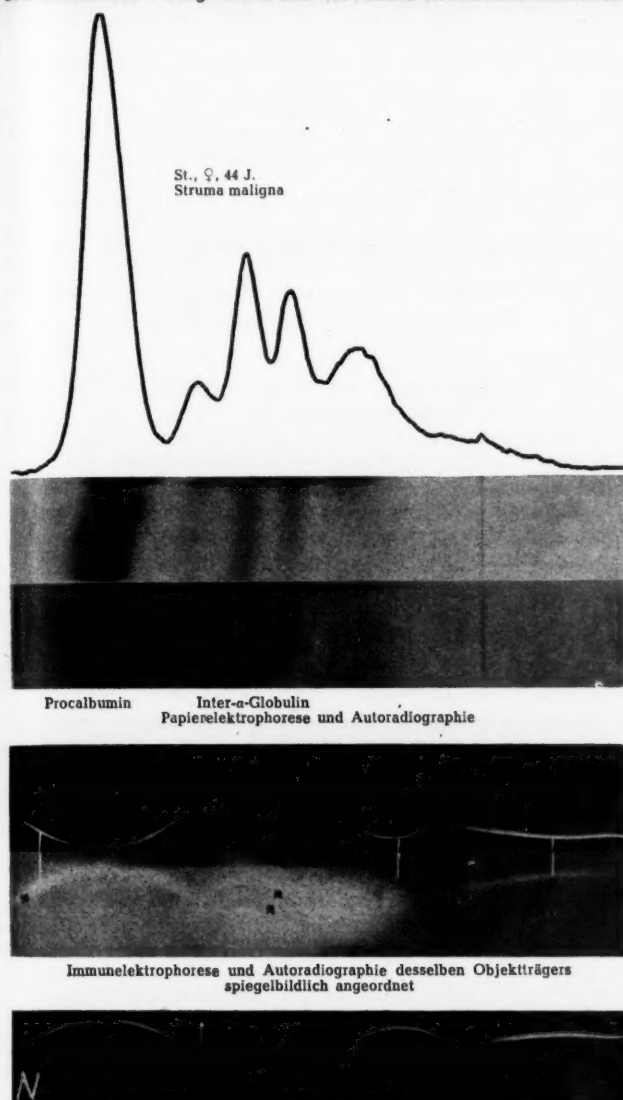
Papierelektrophorese, Immunelektrophorese und Autoradiographie von Serum einer metastasierenden Struma Langhans, drei Tage nach Gabe von 90 mC J^{131} . Elektrophoretisch und immunoelktrophoretisch sind mindestens 7 mit J^{131} markierte Proteinfractionen nachweisbar, 5 davon sind durch das Antiserum präzipitiert. (*) Nur das Inter-Präalbumin und -Globulin ist nicht präzipitiert.
